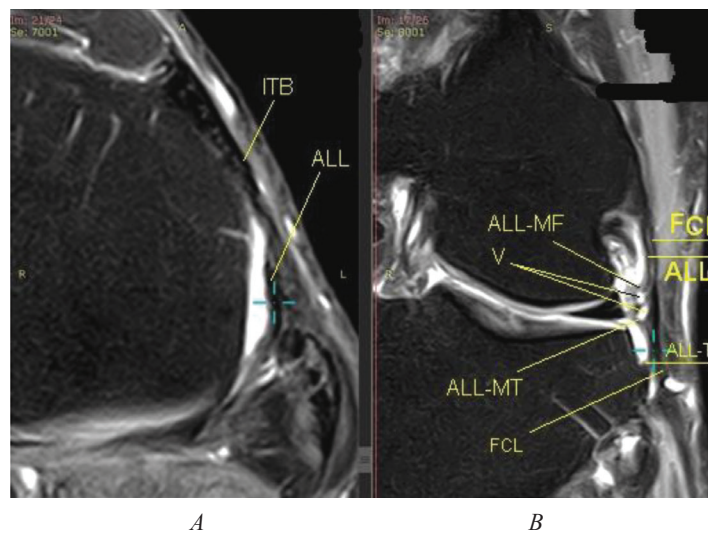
MRI imaging of the ALL in the 60-year-old patient with gouty synovitis: *A* – a strong tibial portion of the ALL and the ALL attachment site are well visualized, *B* – all portions of the ALL are well visualized (ALL is visualized deeper than the fibular collateral ligament, though according to a number of studies, the ALL fibers in the proximal parts should be superficial or merged with the fibular collateral ligament). Designations as in Fig. 1
